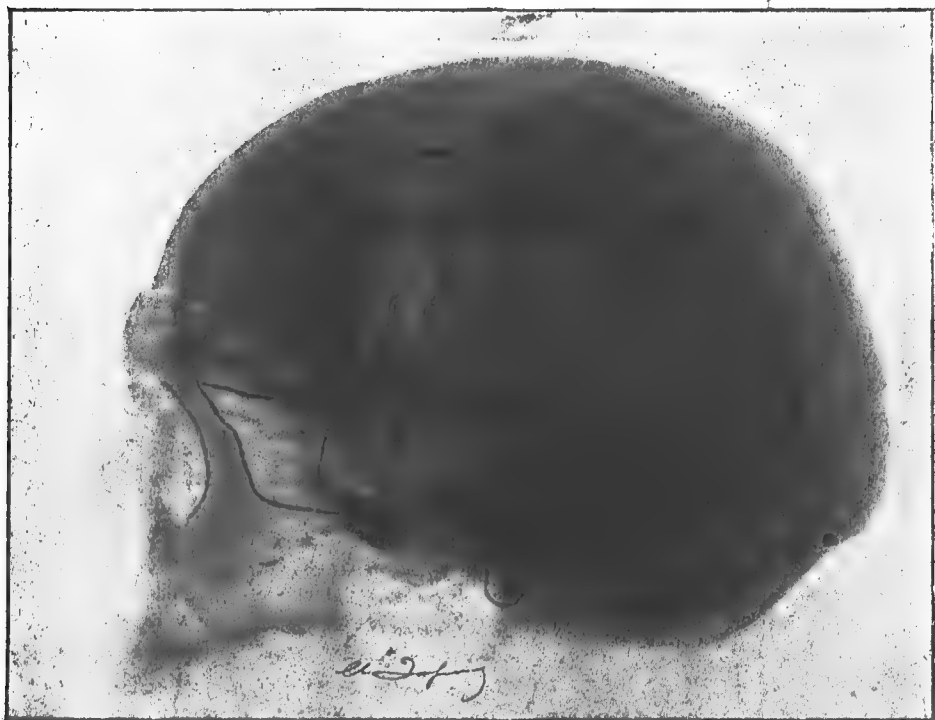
Radiographie du crâne de profil.
